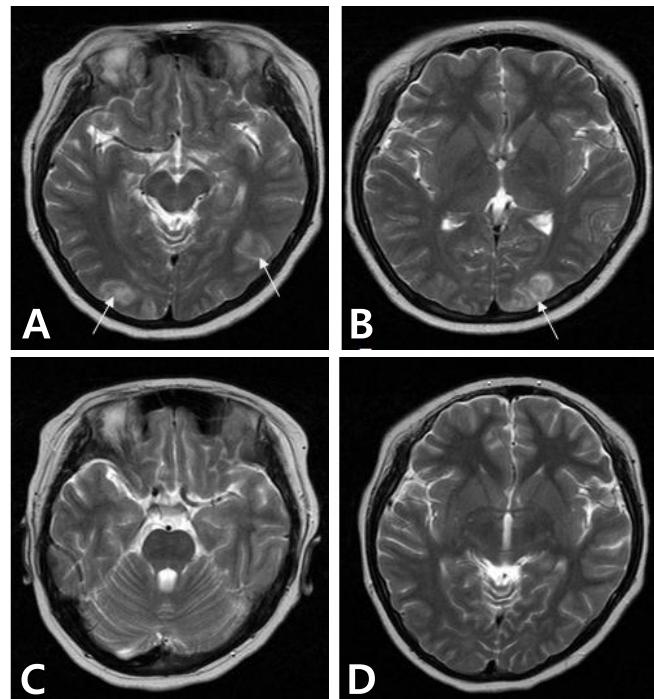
Brain MRI. (A, B) T2-weighted MR image performed 1 day after seizure onset. The initial image demonstrates bilateral increased signal intensity in the occipital cortex and subcortical white matter. (C, D) T2-weighted MR image, performed 12 days after seizure onset, shows almost complete resolution of the previous abnormalities.
